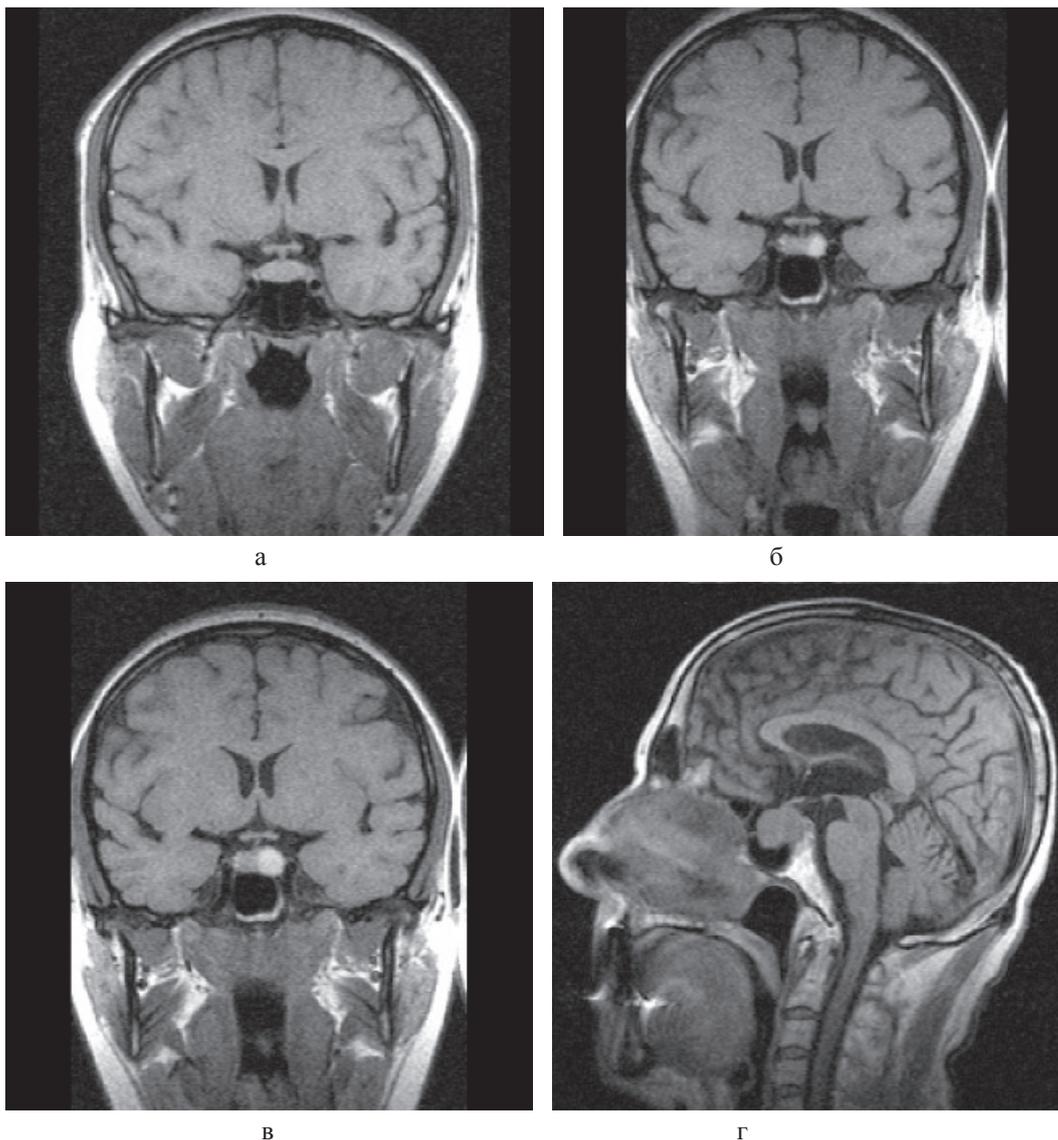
Примеры томограмм согласно предлагаемой классификации с точки зрения новых подходов в лучевой диагностике:
